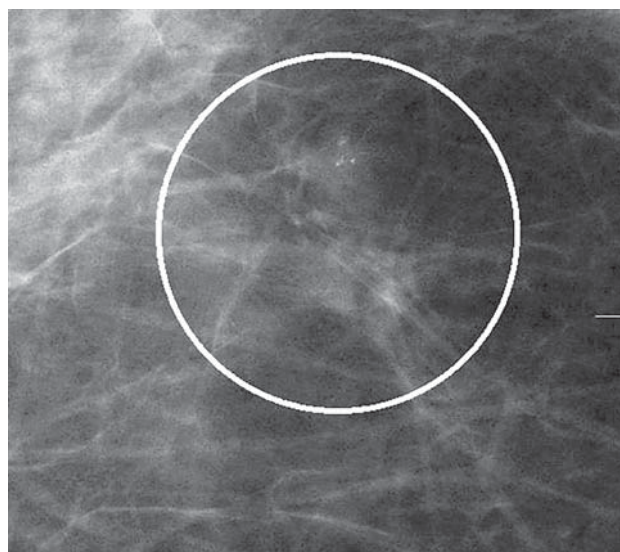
Больная 58 лет. Маммограмма в прямой проекции с увеличением. Фибросклероз в виде участка тяжистой перестройки структуры 1,5 × 0,8 см с единичными микрокальцинатами внутри (обведено кружком) в центральном отделе правой молочной железы. При УЗИ участок не имел отчетливого отображения.
